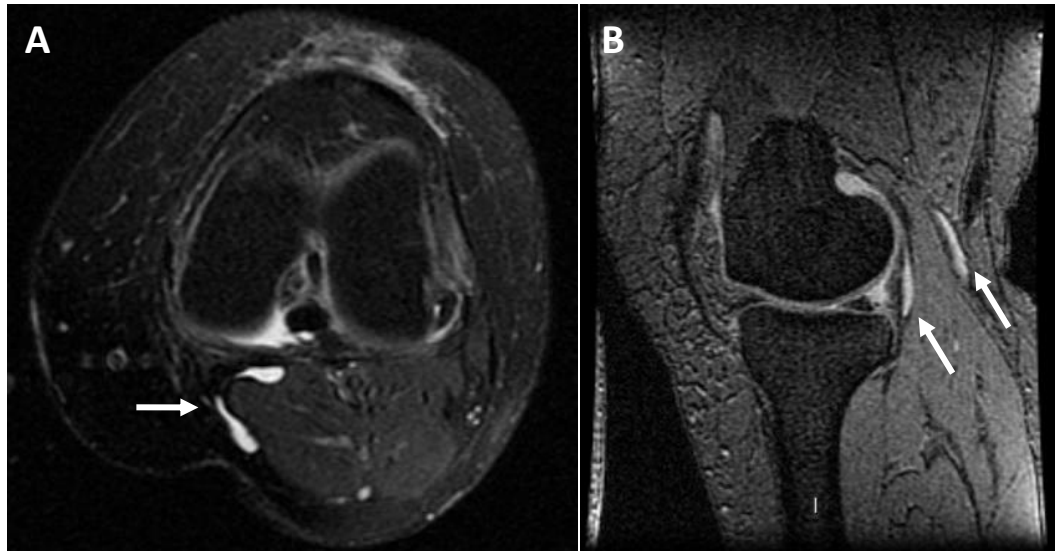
Imágenes de resonancia magnética potenciadas en T2. Las flechas señalan una colección bilobulada hiperintensa en los planos axial (A) y sagital (B) que corresponde a un quiste de Baker.
